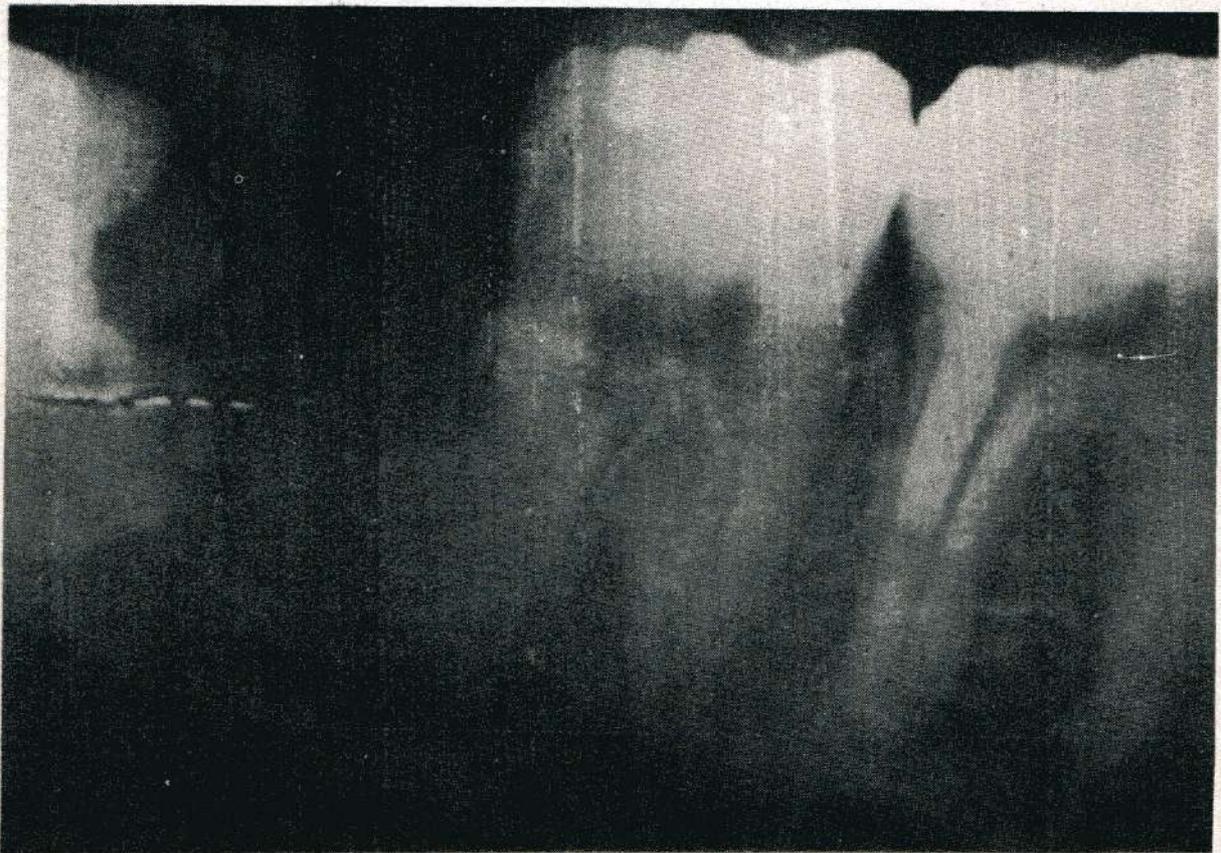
Radiografía preoperatoria que muestra la extensión y las características de la lesión. Nótese en la periferia un engrosamiento esclerótico alrededor de la radiolucidez bien definida. También nótese zonas de calcificación en la zona radiolúcida. (Chaudhry, Holte y Vickers).
